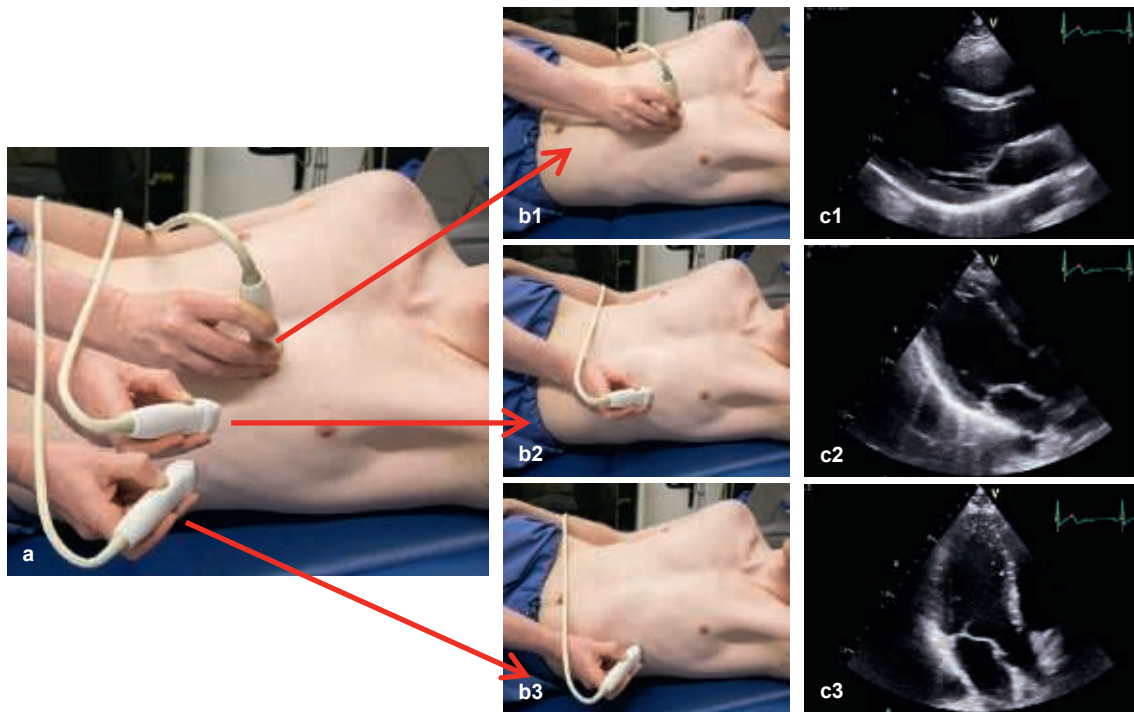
Fotomontage zum Auffinden des korrekten apikalen Anlotungspunkts (a). Die Fotos rechts daneben zeigen die Transducerhaltung in der korrekten parasternalen langen Achse (b1), bei einer Zwischenanlotung auf dem Weg zum apikalen Anlotungspunkt (b2) und in der korrekten apikalen langen Achse (b3). Unter Beibehaltung dieser Handhaltung und der Schallebene kann der Transducer unter Sicht bis zum korrekten apikalen Anlotungspunkt die Thoraxwand hinuntergleiten. Rechts (c1, c2, c3) sind die zugehörigen Schnittebenen der jeweiligen Schallkopfpositionen dargestellt. Alle Einstellungen zeigen eine lange Achse. Eine korrekte Anordnung der kardialen Strukturen im Schallsektor ist jedoch nur oben und unten rechts (c1, c3) abgebildet, sodass es sich dort um eine standardisierte parasternale bzw. apikale lange Achse handelt.
